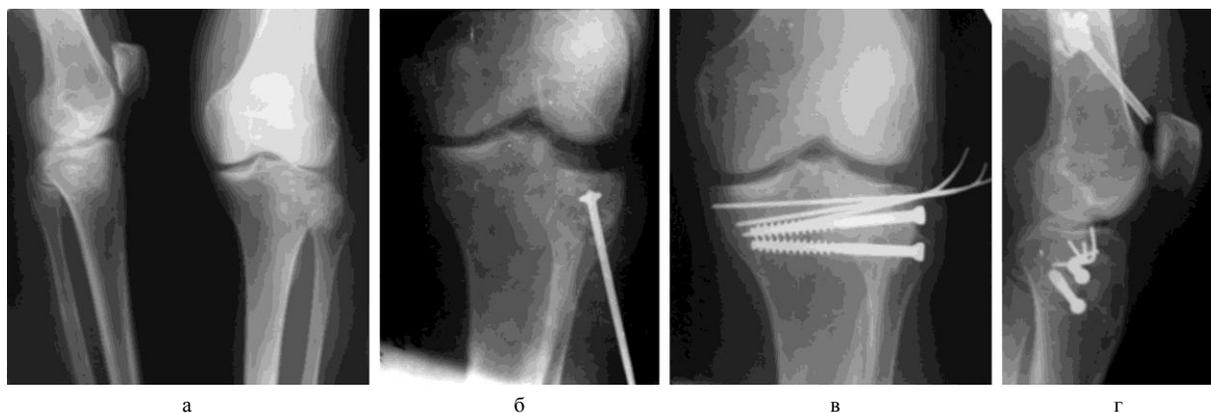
Рентгенограммы больного 63 лет с переломом латерального мыщелка большеберцовой кости В3: а – до операции; б – во время выполнения репозиции перелома; в и г – после завершения остеосинтеза
